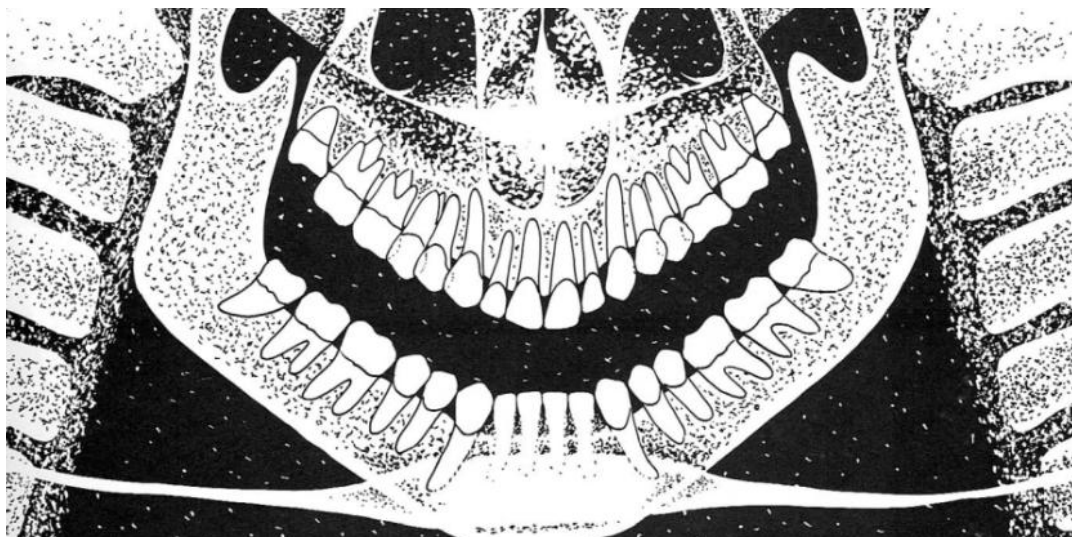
Etuhampaat kuvautuvan kerroksen edessä. (Kirjasta Langland O. et al. Panoramic Radiology. 1982.)
